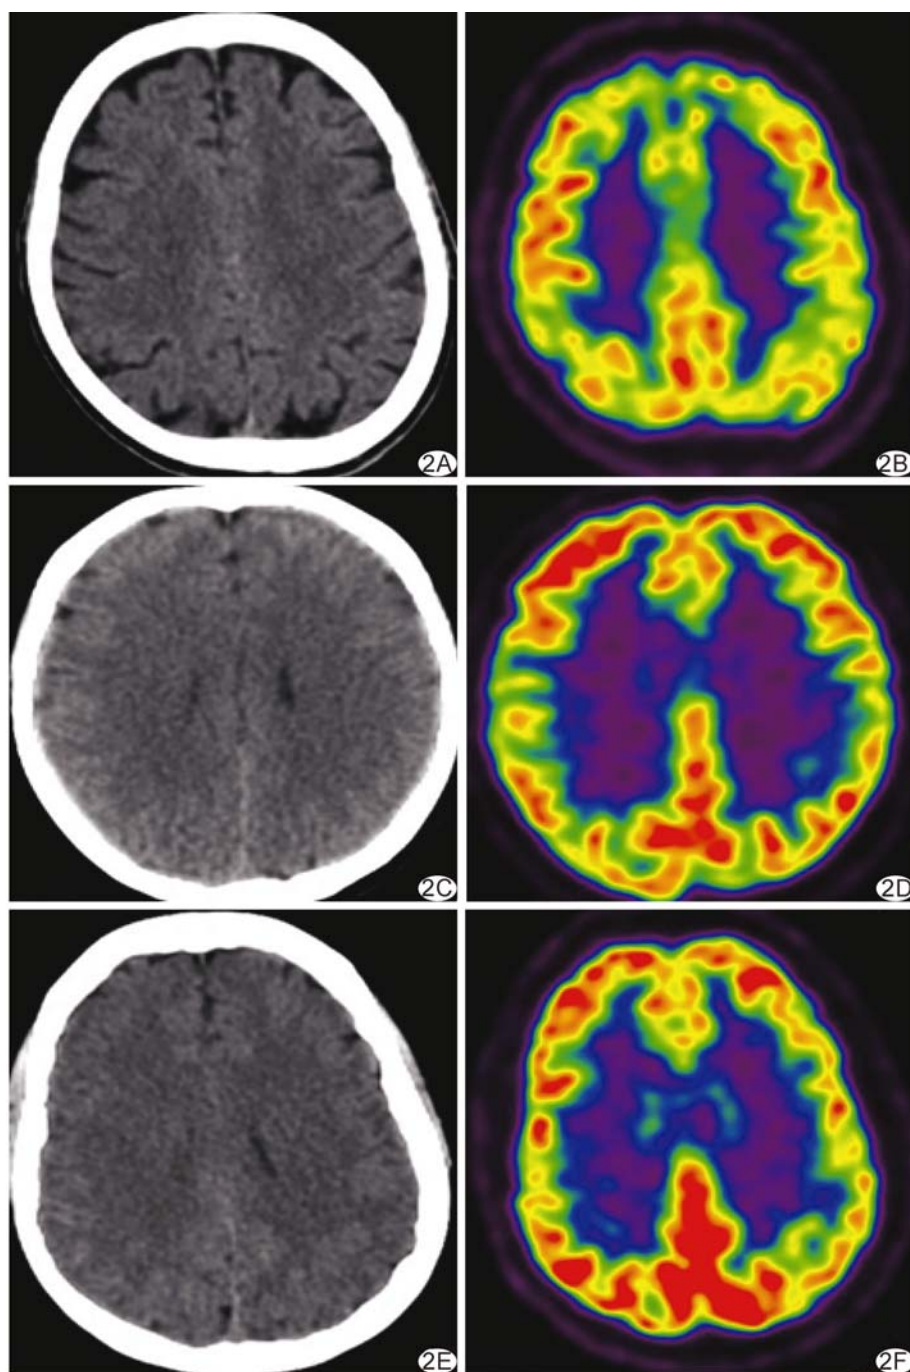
轴位 PET/CT 成像 A、B. AD 患者,男,68 岁,双侧额叶、顶叶、左侧后扣带回 FDG 分布减低,同时伴有轻度脑萎缩; C、D. MCI 患者,女,64 岁,右侧顶上小叶及后扣带回 FDG 分布减低; E、F. 健康志愿者,男,64 岁,双侧放射性分布对称,未见明显 FDG 分布减低区
